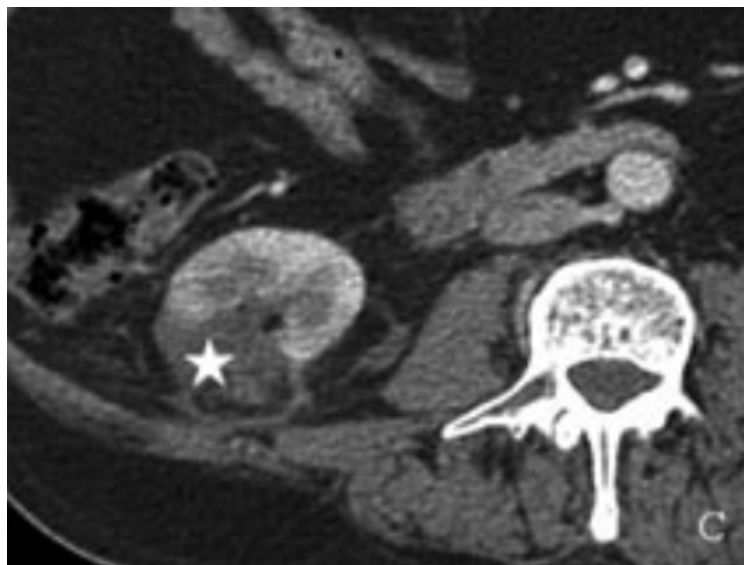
TC de abdomen con contraste intravenoso 18 meses después de la segunda ARF. Se observa un área hipodensa en la localización de la lesión original y el signo del halo graso, todo compatible con ablación completa (estrella).(Jiménez, Zurera et al. 2011).
